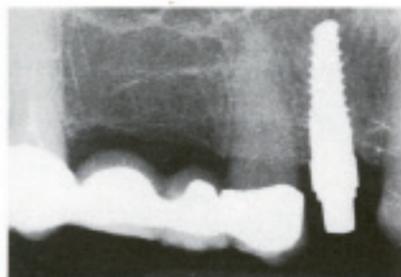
Röntgenabbildung im Zahnfilm
